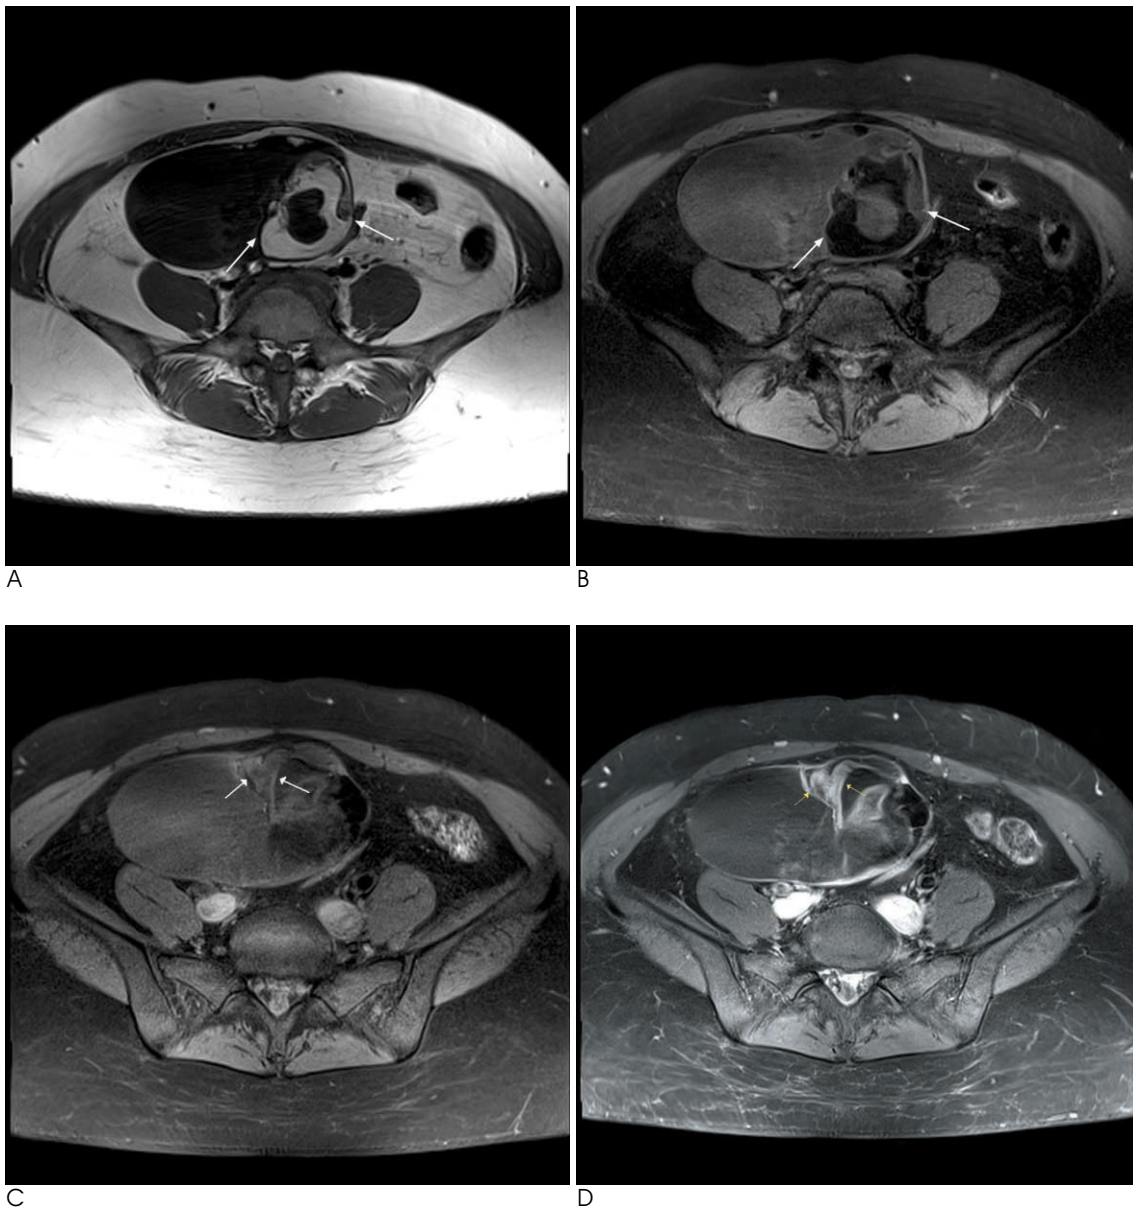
Benign mature cystic teratoma of left ovary in a 25-year-old woman (patient 4 on table 2). Axial T1-weighted (A) and fat-suppression (B) MR images show large multiloculated ovoid mass containing fat component (arrows). At more caudal level, axial T1-weighted fat-suppression (C) and contrast-enhanced (D) MR images show Y-shaped enhancing portion (arrows) within the mass.
